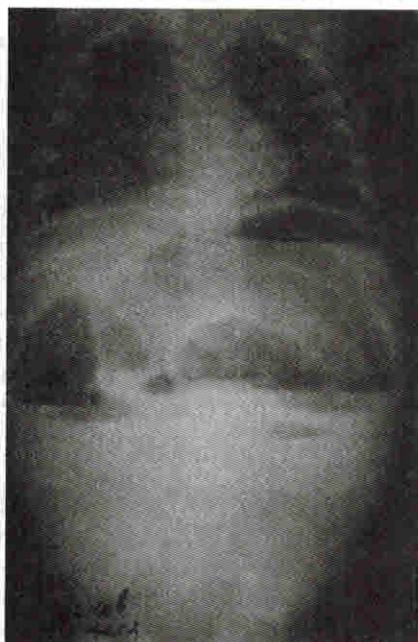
Обзорная рентгенограмма больного С., 9 мес. Видны чаши Клойбера
